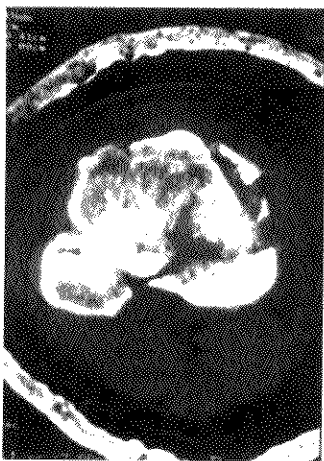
胫骨平台粉碎骨折复位后 CT 所见 胫骨平台粉碎骨折复位后石膏外固定显示骨折碎片复位满意。
